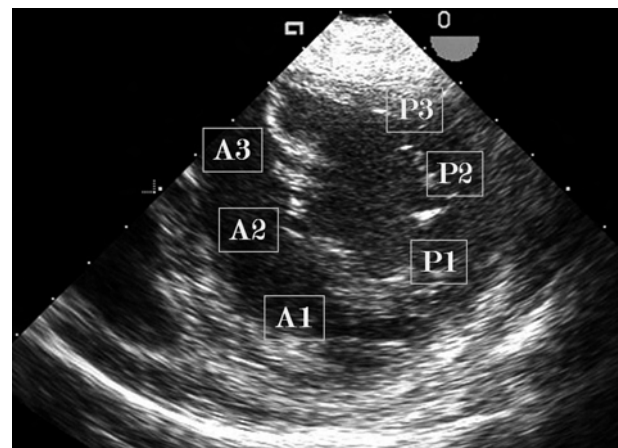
Coupe petit axe en échocardiographie transœsophagienne par voie transgastrique. La commissure postérieure apparaît en haut.
